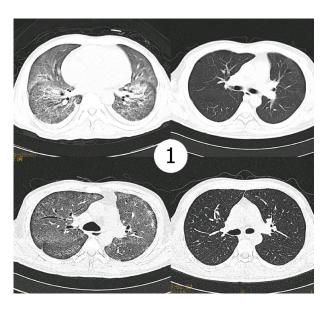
治疗前后肺部 CT 比较 (a. 治疗前,b. 治疗 3 周)
